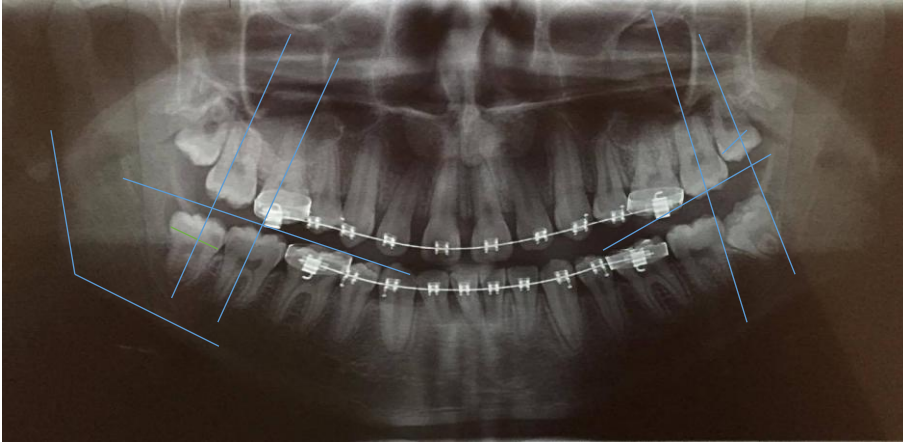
Figura #5. Medición de terceros molares en radiografía panorámica post extracción de primeros premolares superiores e inferiores
